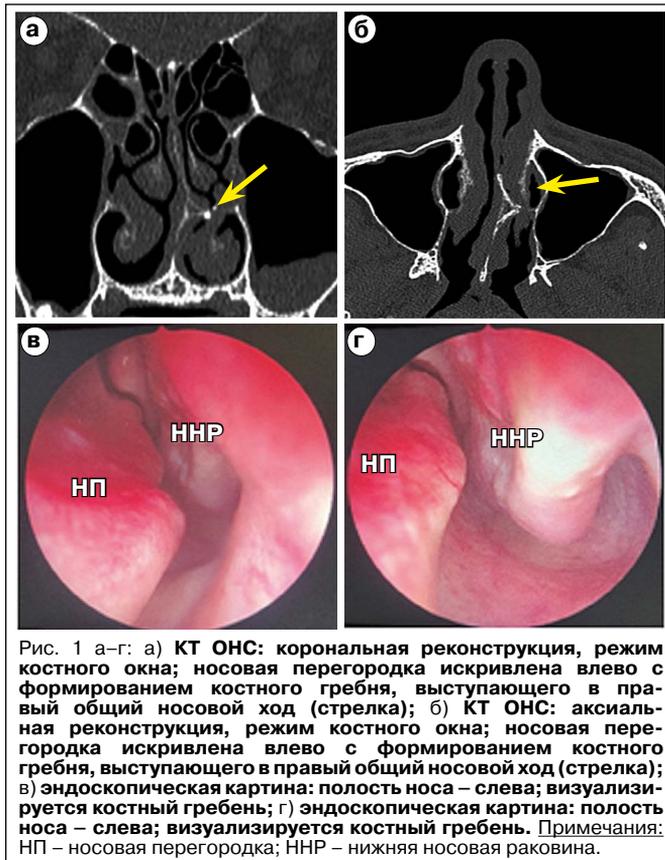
а–г: а) КТ ОНС: корональная реконструкция, режим костного окна; носовая перегородка искривлена влево с формированием костного гребня, выступающего в правый общий носовой ход (стрелка); б) КТ ОНС: аксиальная реконструкция, режим костного окна; носовая перегородка искривлена влево с формированием костного гребня, выступающего в правый общий носовой ход (стрелка); в) эндоскопическая картина: полость носа – слева; визуализируется костный гребень; г) эндоскопическая картина: полость носа – слева; визуализируется костный гребень. Примечания: НП – носовая перегородка; ННР – нижняя носовая раковина.
